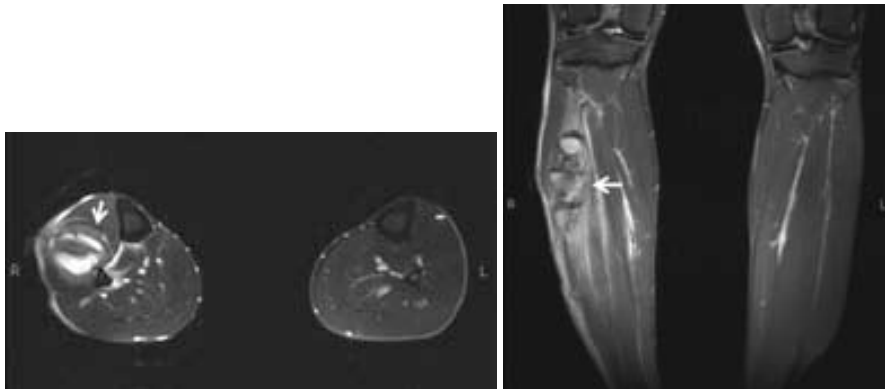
Imágenes de RM (secuencia T2 con supresión grasa). Corte axial y coronal de una lesión de 3er grado (hematoma intramuscular en compartimento de peroneos laterales). Las flechas muestran una importante colección hemática que se pone de manifiesto por intensas áreas de hiperseñal.
